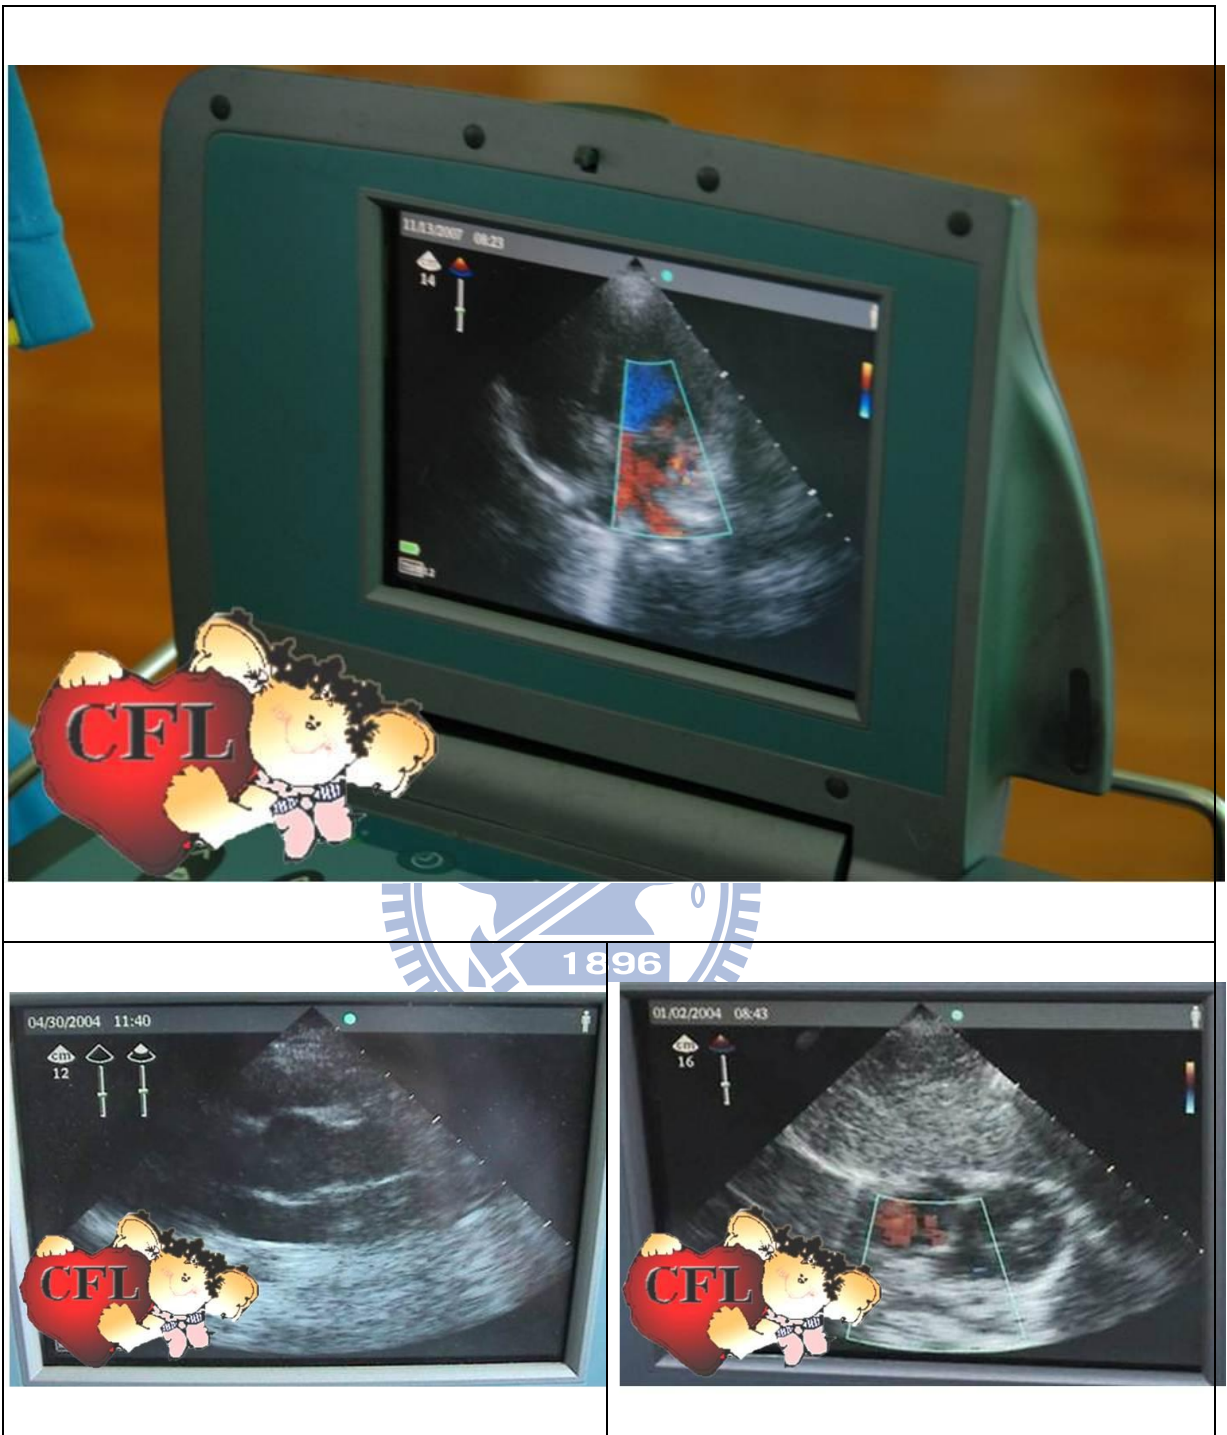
手攜式心臟超音波 (Optigo) 及影像：攜帶方便，增加篩檢的可近性及便利性
